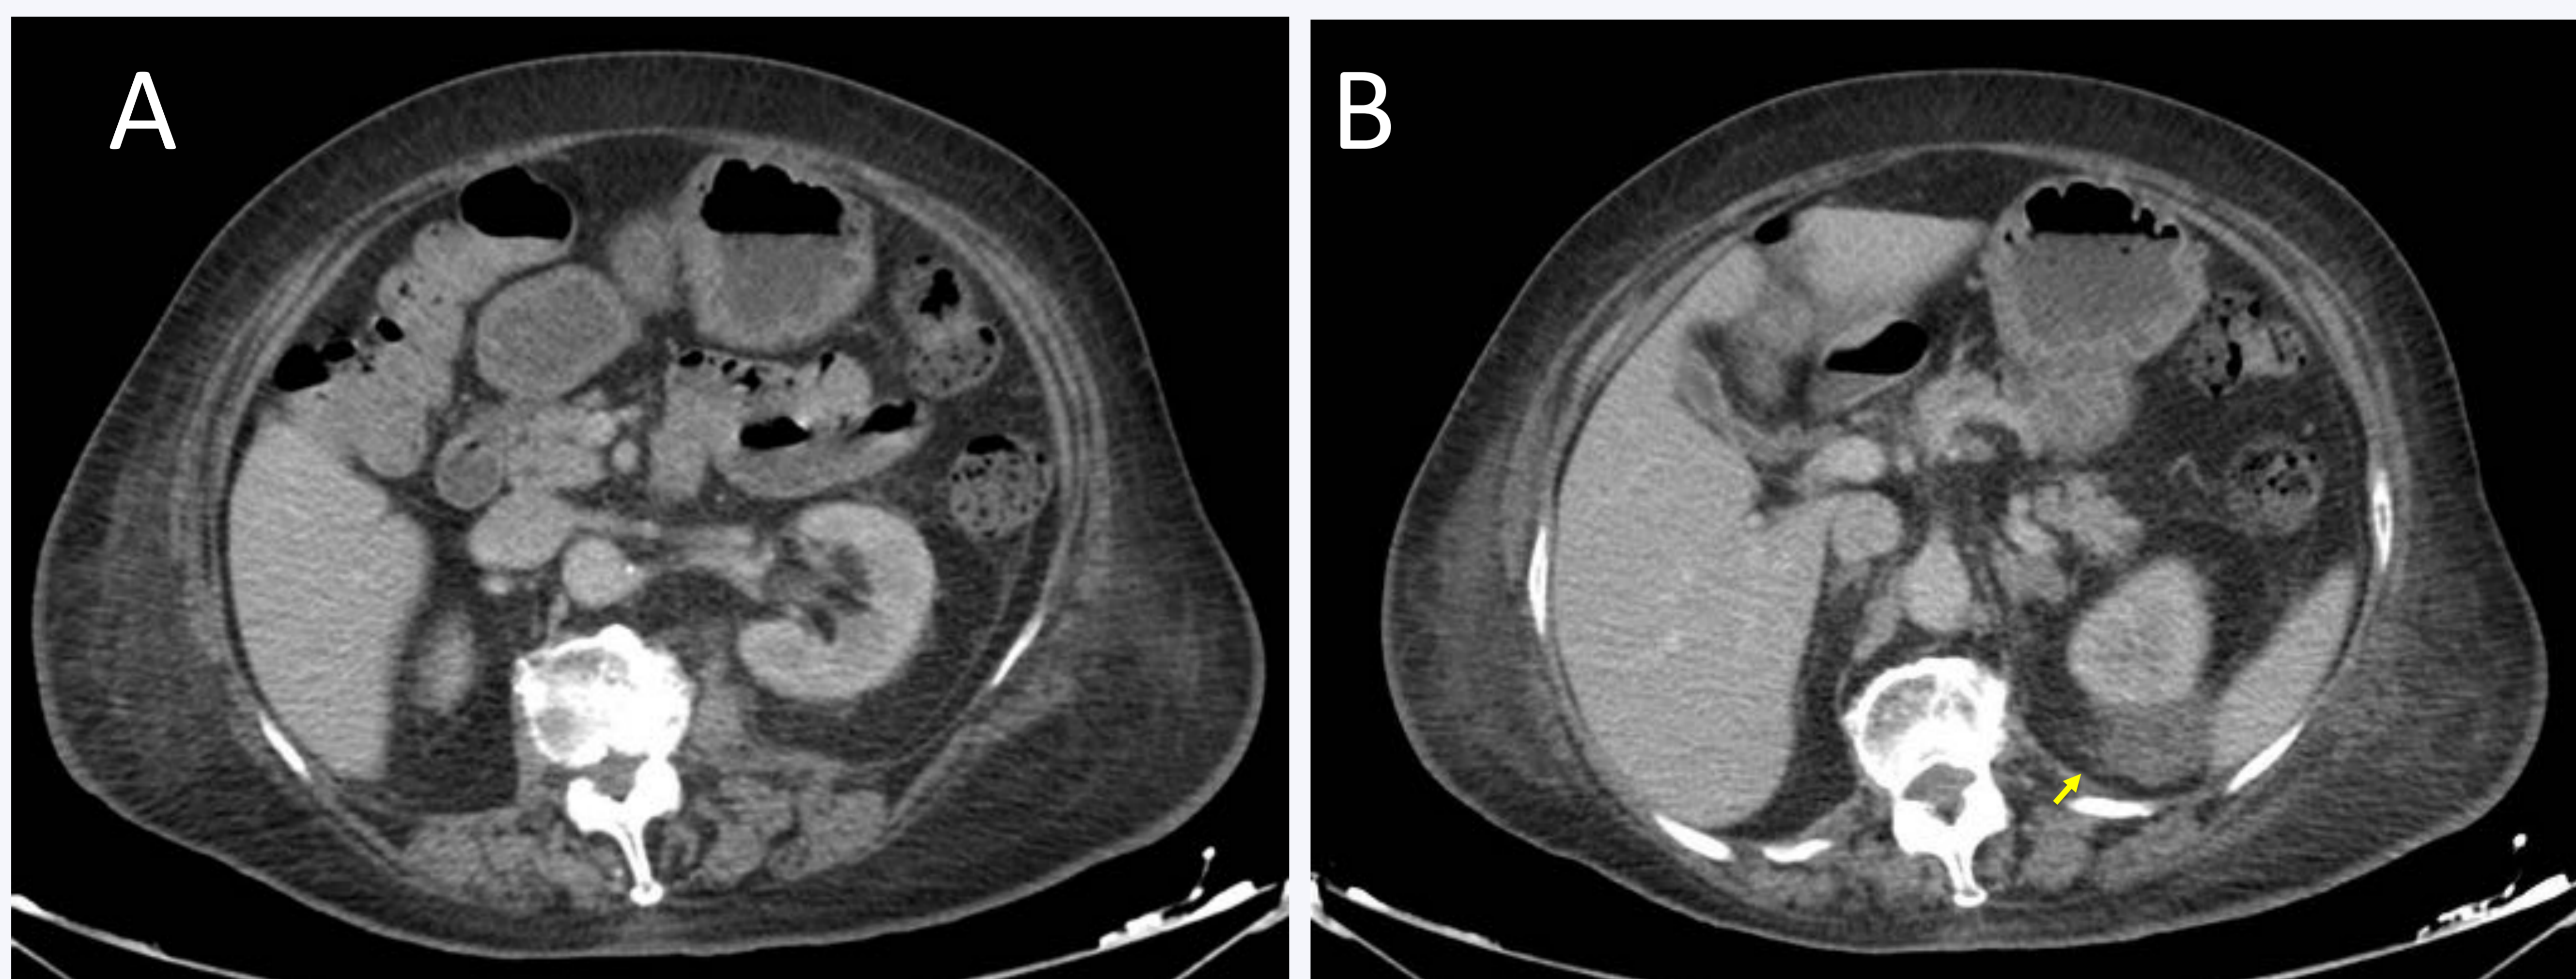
Linfoma no Hodgkin. Imágenes de TC tras 5 ciclos de quimioterapia, la lesión muestra una reducción significativa de tamaño quedando circunscrita a la región posterosuperior de riñón izquierdo.
